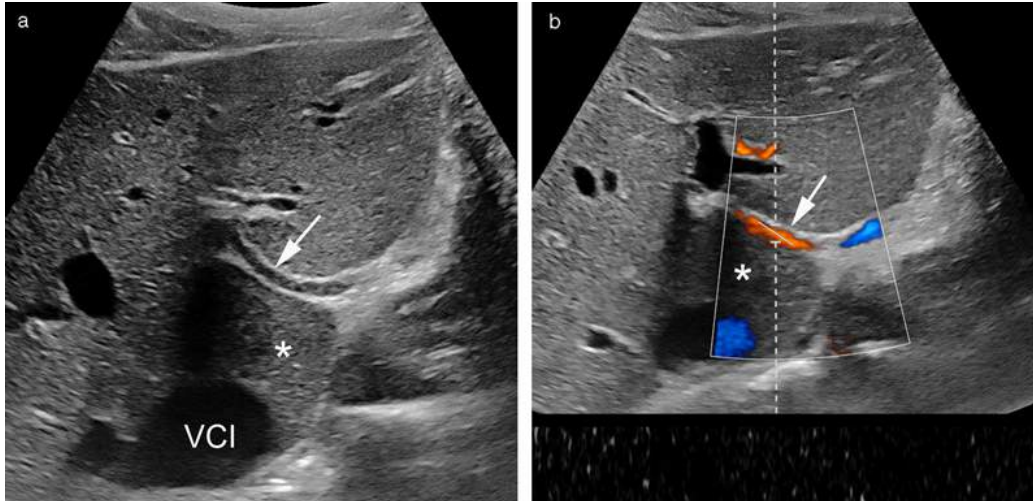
Artère hépatique gauche accessoire cheminant dans le sillon d'Arantius (flèche) visible en mode B (a) et confirmée en Doppler couleur et pulsé (b). *= Segment 1, VCI = veine cave inférieure.
